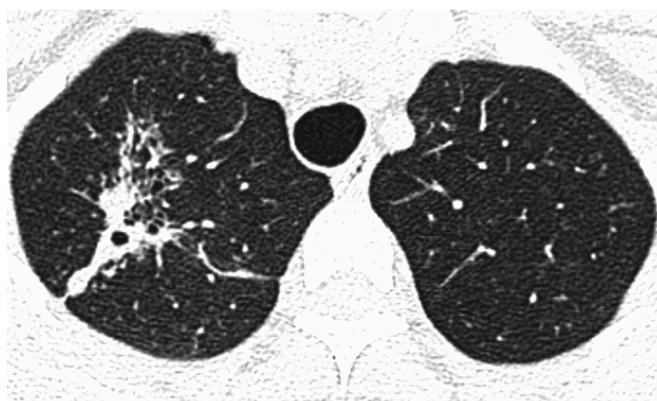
Vstupní CT hrudníku (červenec 2021)
